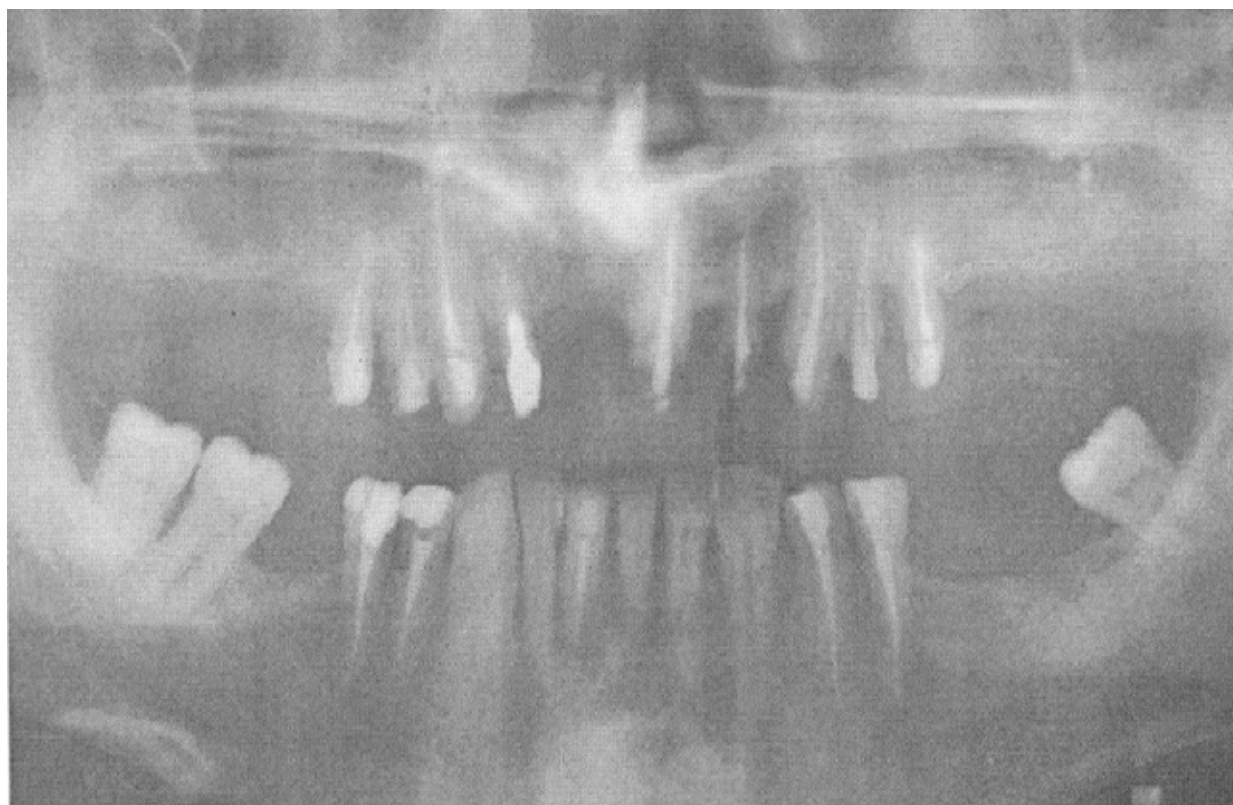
Рентгенограмма 2 пациента до лечения заявленным способом
